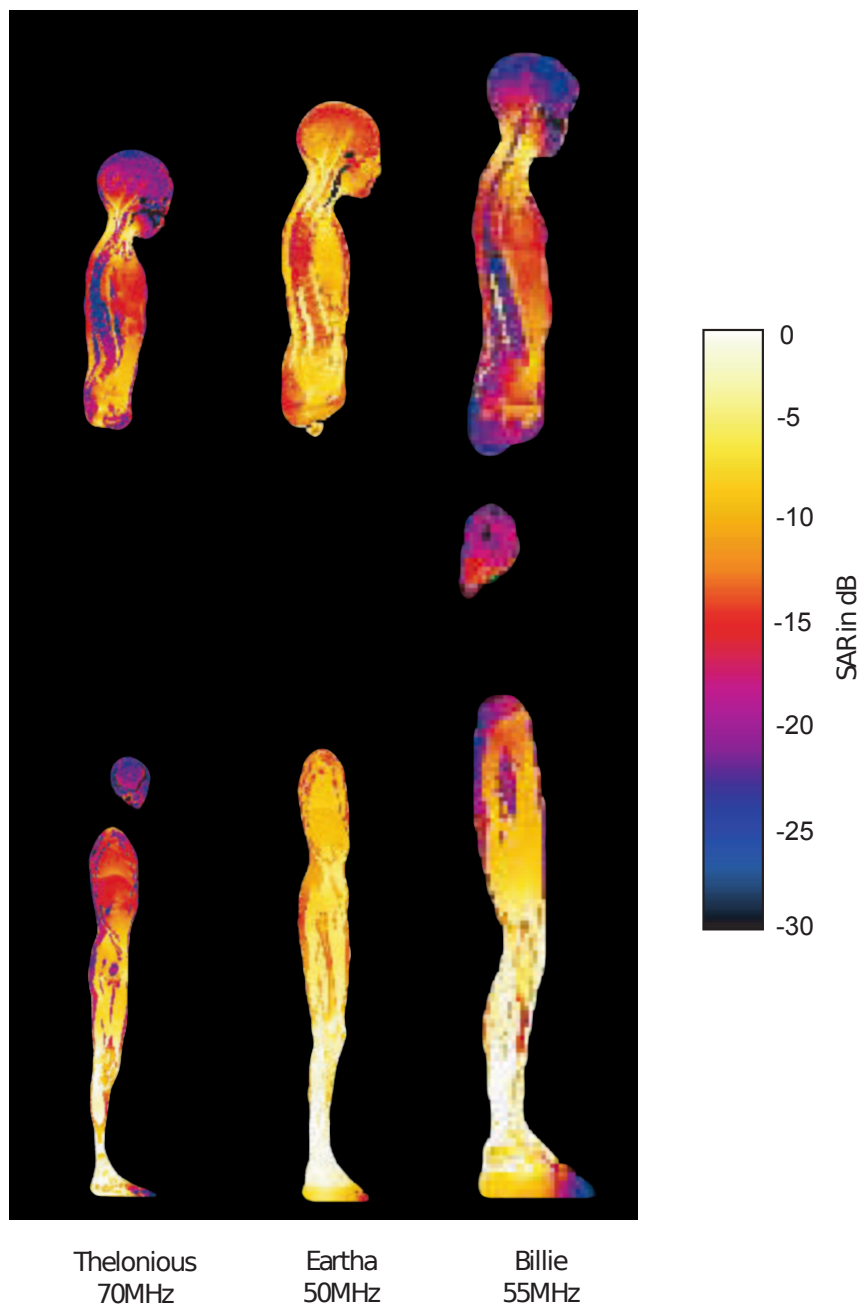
SAR-Verteilung in den Modellen *Thelonious*, *Eartha* und *Billie* in den Querschnittsflächen durch die Körpermitte und durch das Bein bei Resonanzfrequenz unter *geerdeten* Bedingungen und Befeldung von vorne (E-Feldvektor parallel zur Körperachse) und einer Leistungsdichte von  $S = 2 \text{ W/m}^2$  ( $0 \text{ dB} \hat{=} 2,5 \text{ W/kg}$ )
